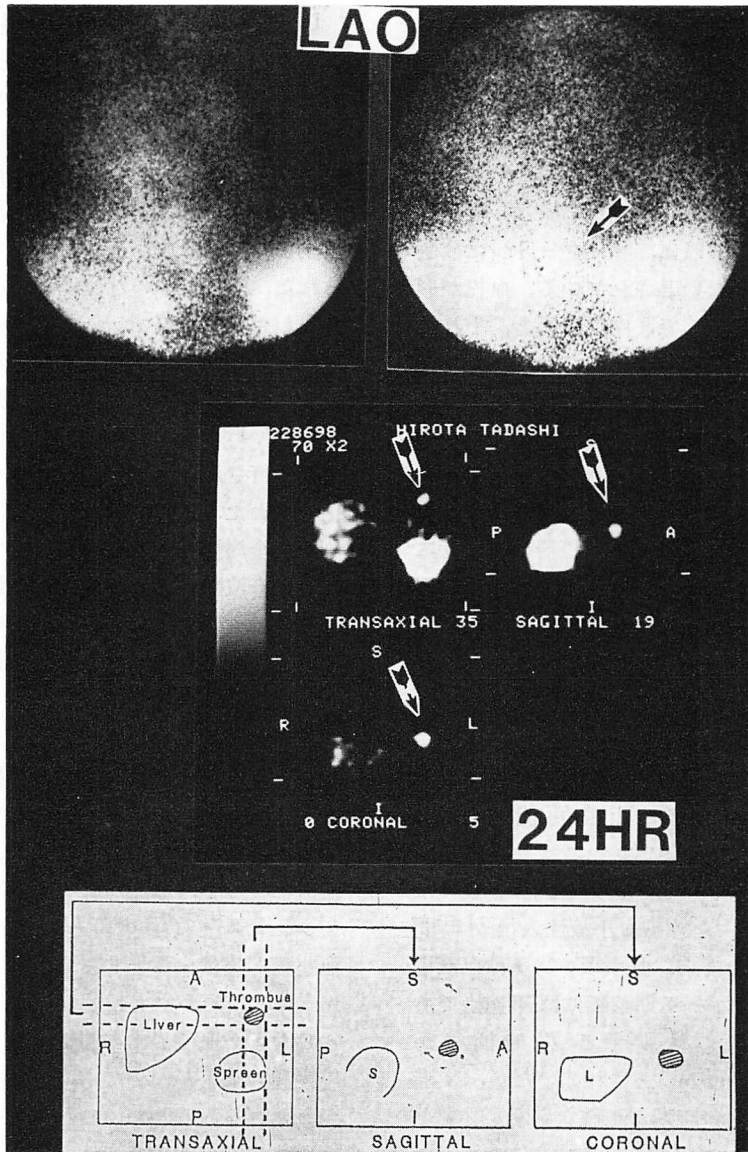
Planar and emission CT images in a patient with a thrombus.
